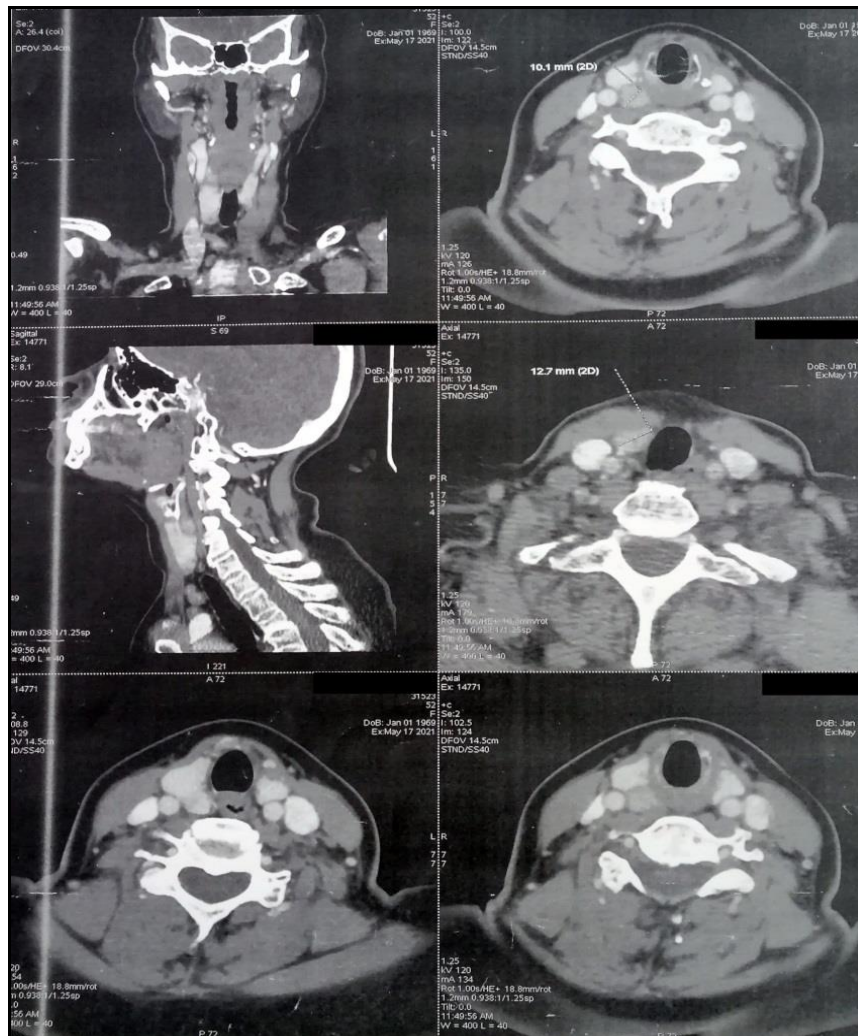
TDM cervical montrant un nodule hyperdense extra et rétro thyroïdien du 1/3 supérieur mesurant 10mm avec un nodule extra thyroïdien antérieur basilaire
